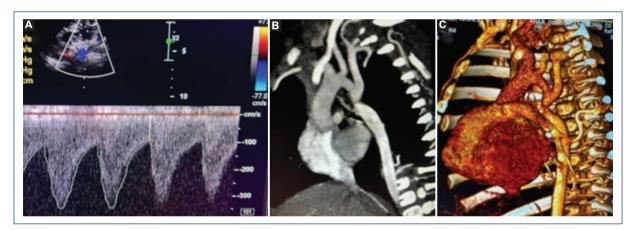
Ecocardiograma transtorácico. A: Doppler continuo. Se observa flujo continuo en la aorta abdominal. B: angiotomografía que muestra coartación aórtica yuxtaductal grave. C: angiotomografía 3D en la que se aprecian la coartación aórtica y la abundante circulación colateral.
